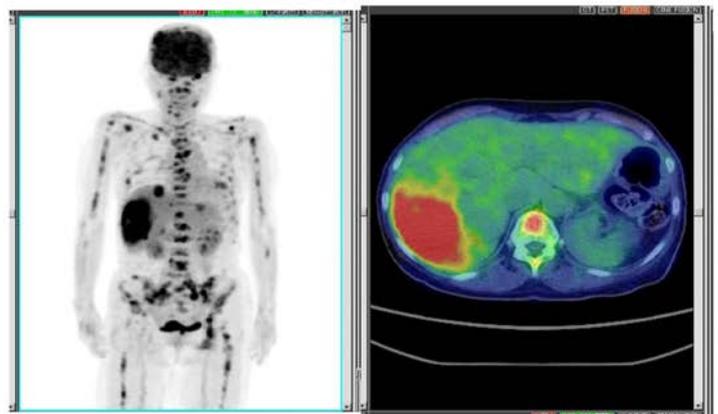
^{18}F -FDG PET/CT によるがんの画像診断
